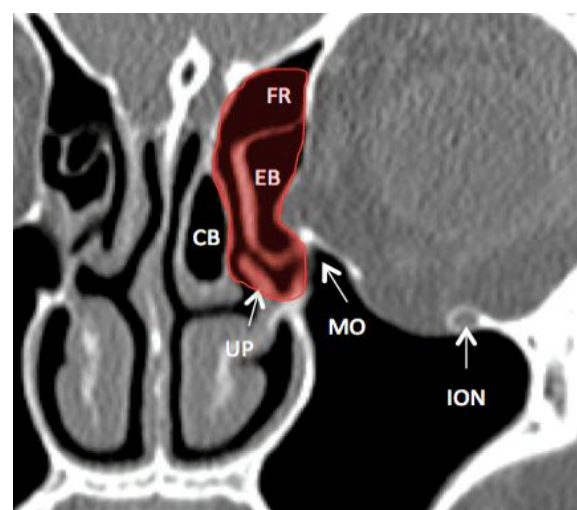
TC coronal que muestra el complejo osteomeatal (sombreado rojo) y cómo un cornete medio neumatizado (concha bullosa) puede impedir el acceso al
